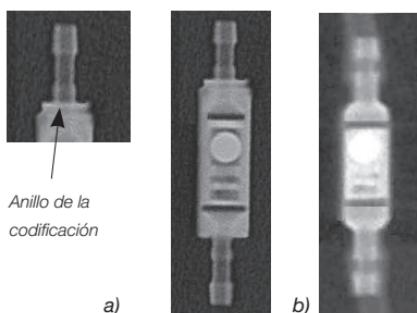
Radiografía de la unidad gravitatoria
